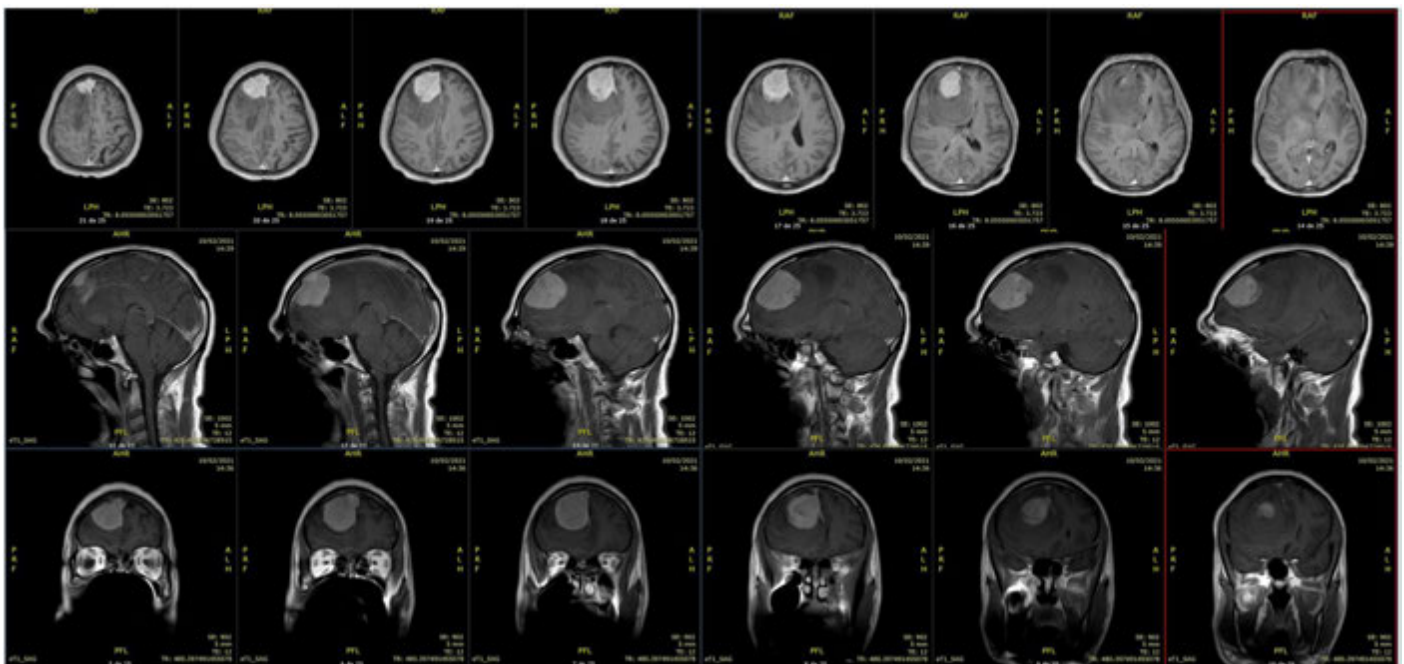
Preoperative brain MRI.
